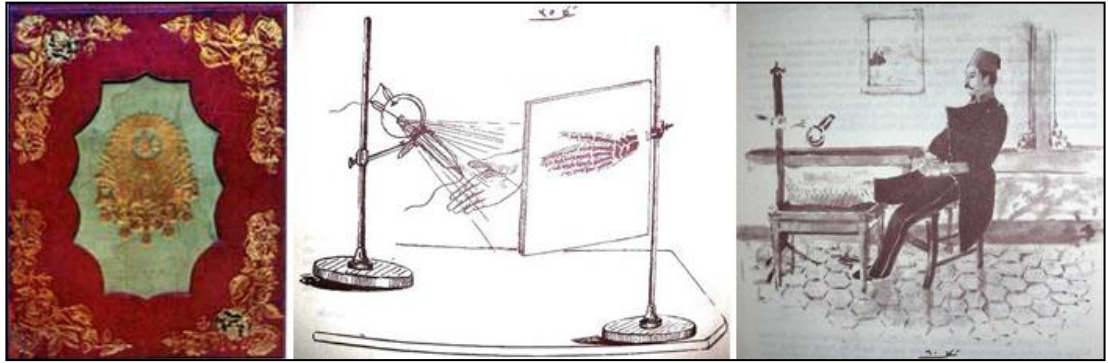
Dr. Es'ad Fevzi ve Dr. Rifat Osman. 1897 Osmanlı-Yunan savaşında yaralanan Er Boyabatlı Mehmet'in sağ eline ait röntgen çekilişi, o zamana ait röntgen düzeneği ve Er Boyabatlı Mehmet'in sağ radius kemiği üzerine süperpoze şarapnel parçalarını gösteren röntgen filmi.
